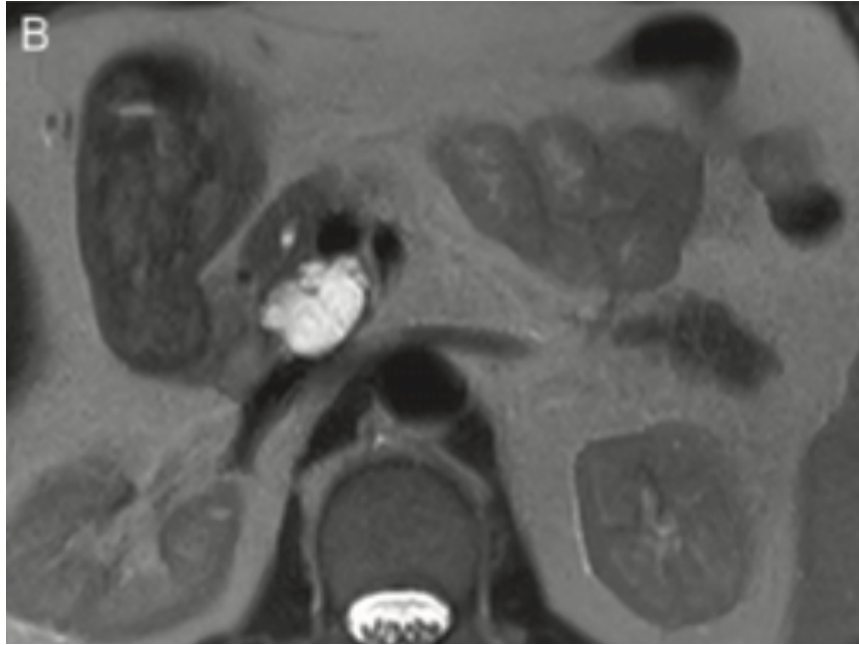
NPMI de rama secundaria en RM(18)
